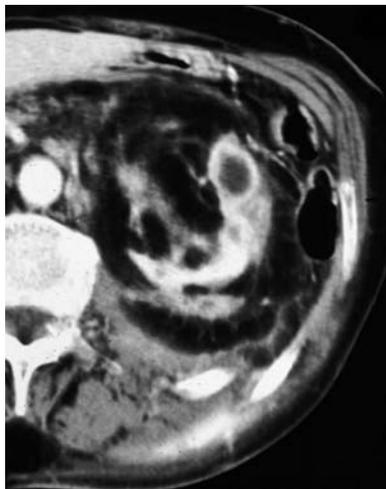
TC con mdc. Lipomatosi sostitutiva. Atrofia parenchimale con aumento del grasso nel seno renale e del grasso perirenale con striature nel suo contesto. Coesiste cisti al labbro anteriore del rene
